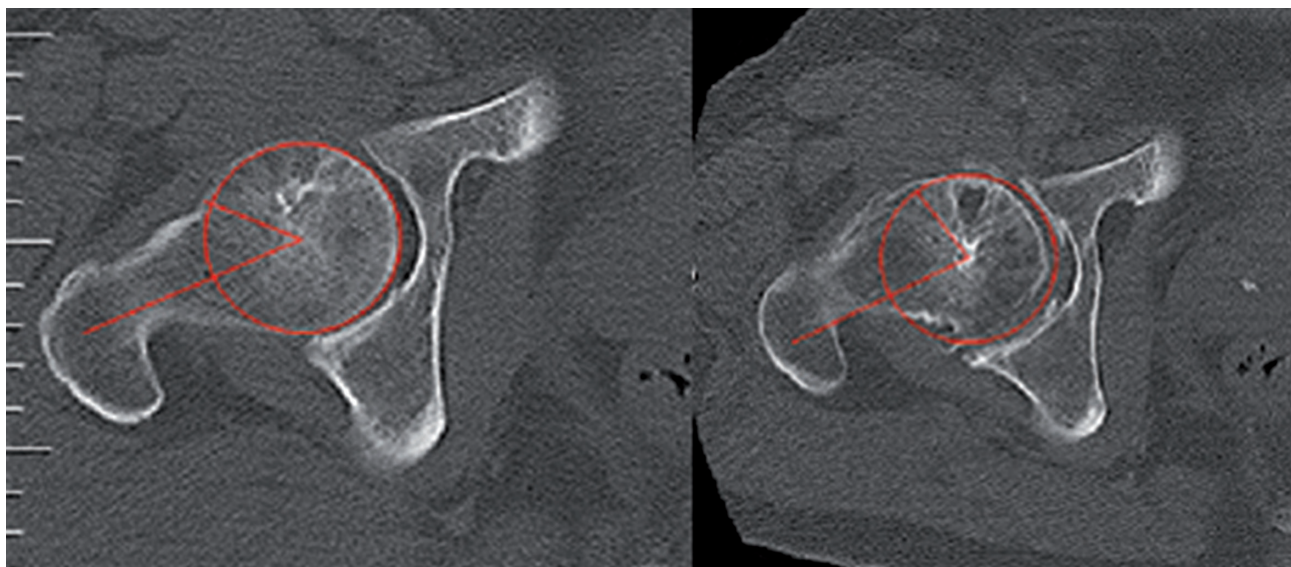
Hodnocení alfa úhlu a offsetu na CT
